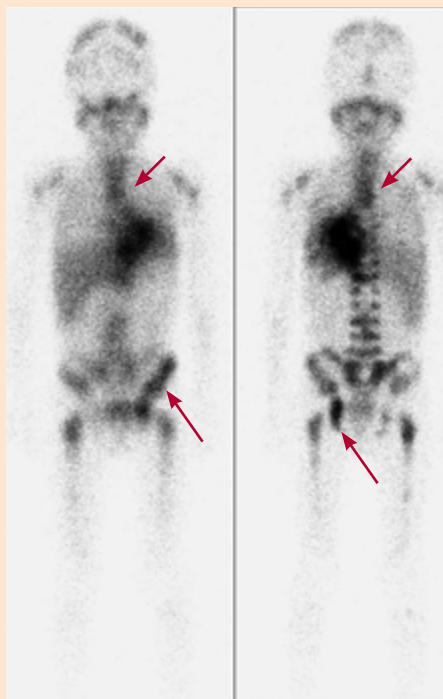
^{123}I -МЙБГ-сцинтиграфическое обследование ребёнка с НБ. Определяются очаги патологического накопления радиофармпрепарата в первичной опухоли, метастазах в костях (стрелки).
